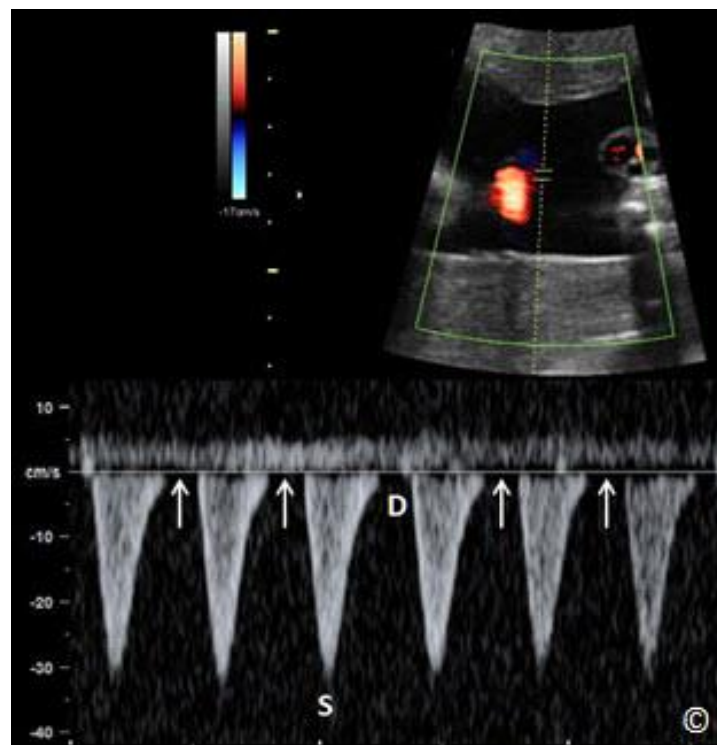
Spektrální (pulzní) doppler pupečnickové tepny u úponu pupečnicku k placentě. (S = systola; D = diastola). Jednotnost dopplerovských křivek poukazuje na nepřítomnost dýchacích pohybů plodu.
